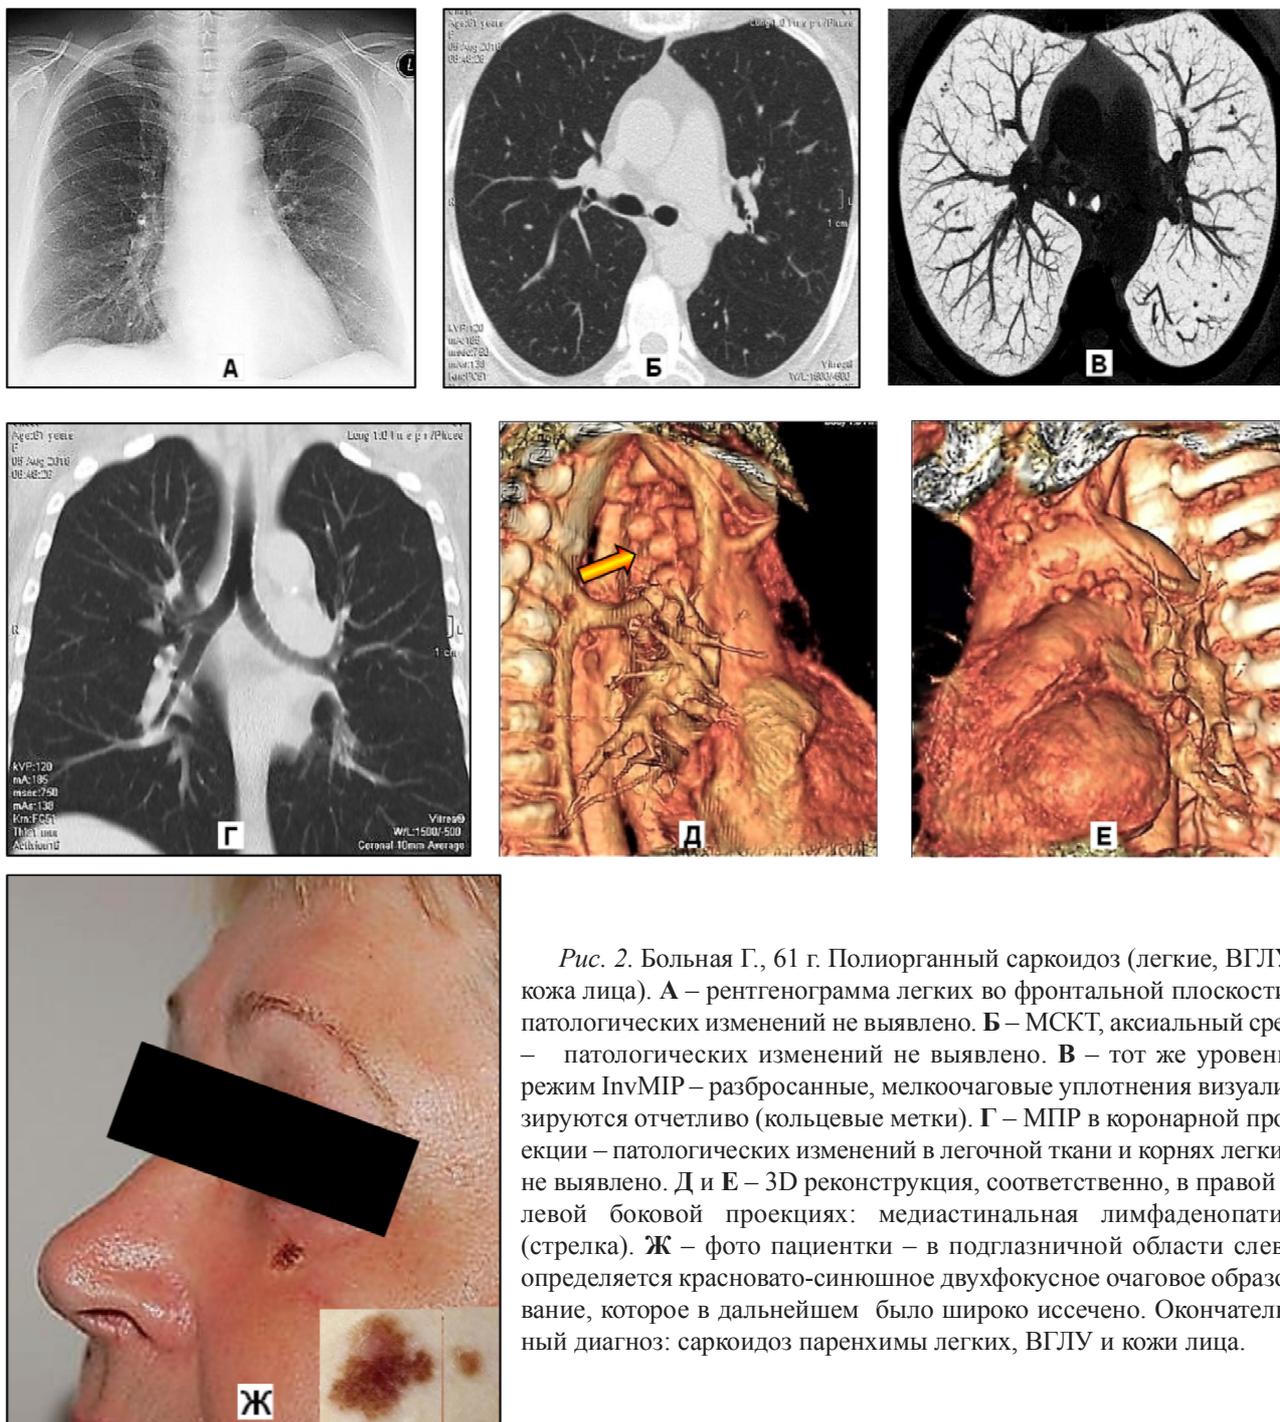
Больная Г., 61 г. Полиорганный саркоидоз (легкие, ВГЛУ, кожа лица). А – рентгенограмма легких во фронтальной плоскости: патологических изменений не выявлено. Б – МСКТ, аксиальный срез – патологических изменений не выявлено. В – тот же уровень, режим InvMIP – разбросанные, мелкоочаговые уплотнения визуализируются отчетливо (кольцевые метки). Г – МПР в коронарной проекции – патологических изменений в легочной ткани и корнях легких не выявлено. Д и Е – 3D реконструкция, соответственно, в правой и левой боковой проекциях: медиастинальная лимфаденопатия (стрелка). Ж – фото пациентки – в подглазничной области слева определяется красновато-синюшное двухфокусное очаговое образование, которое в дальнейшем было широко иссечено. Окончательный диагноз: саркоидоз паренхимы легких, ВГЛУ и кожи лица.
